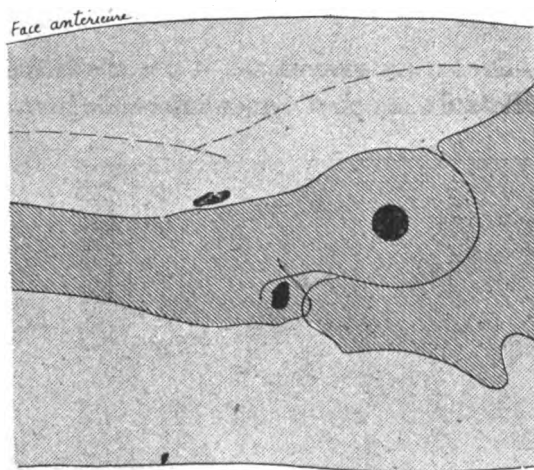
Radiographie de profil sur laquelle ont été figurés les trois projectiles vus de face sur la figure 5.
